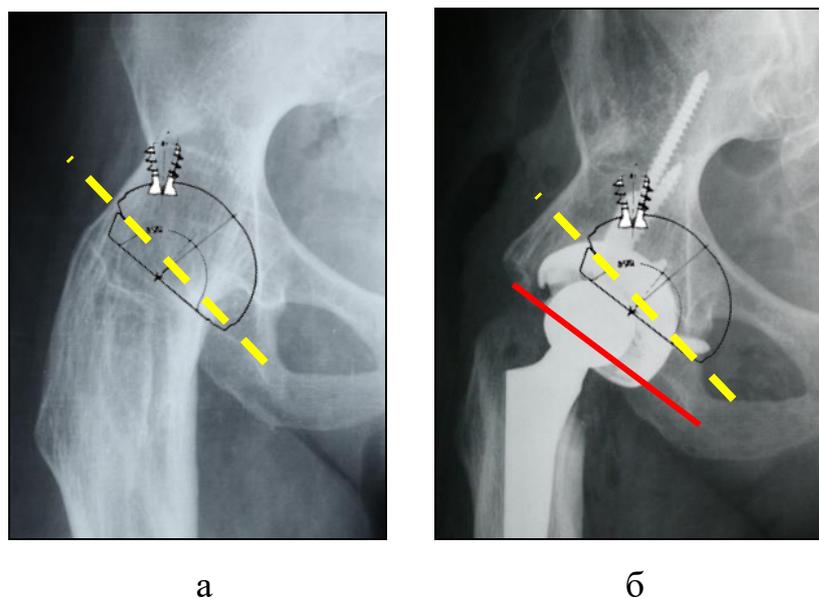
Ошибки выбора центра ротации при анкилозах на уровне истинной вертлужной впадины: а – рентгенограмма до операции (желтым маркером указана линия планируемой остеотомии); б – рентгенограмма после дезартродезирования (латерализация линии остеотомии на 2,1 см, вертлужный компонент установлен латеральнее на 2,5 см и ниже на 2 см относительно планируемого)
